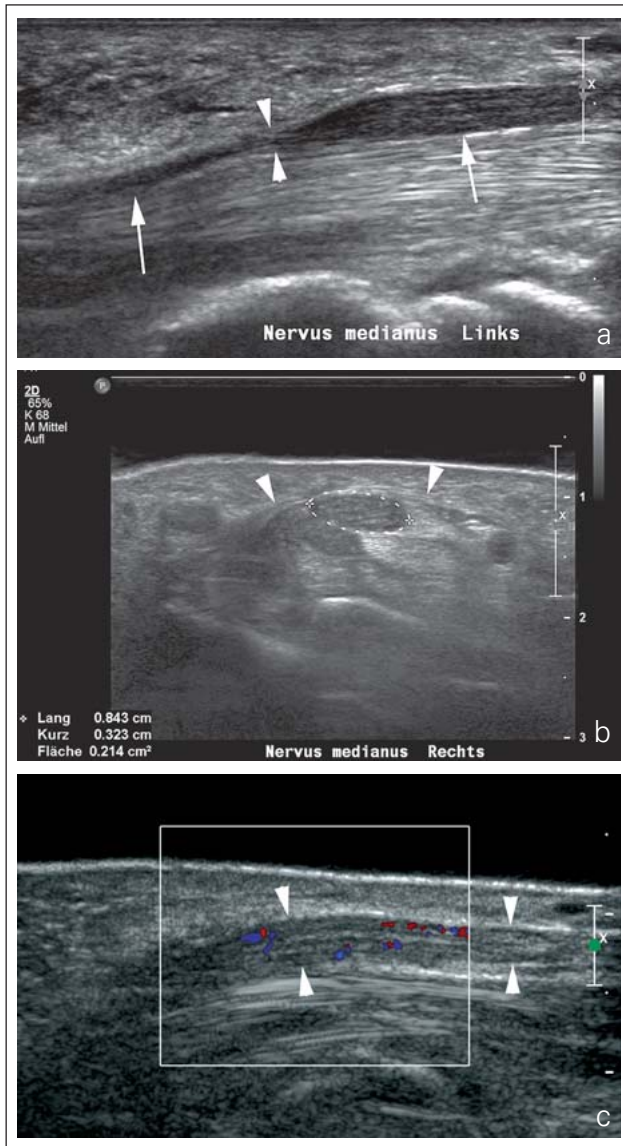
(a) Sonographischer Längsschnitt durch den Nervus medianus (Pfeile) am distalen Unterarm eines Patienten mit Karpaltunnelsyndrom: Abrupter Kalibersprung (Pfeilspitzen) im Verlauf unter dem Ligamentum carpi transversum. (b) Sonographischer Querschnitt durch den Nervus medianus bei einem weiteren Patienten mit Karpaltunnelsyndrom: Deutliche Auftreibung des Nervs im proximalen Verlauf unter dem Ligamentum carpi transversum (Pfeilspitzen) mit einer Querschnittsfläche von 0,21 cm² (Normwert bis 12 cm²). (c) Sonographischer Längsschnitt (selber Patient) durch den aufgetriebenen Nervus medianus (Pfeilspitzen) mit Darstellung multipler Farbsignale, hinweisend auf eine reaktive Entzündung.
